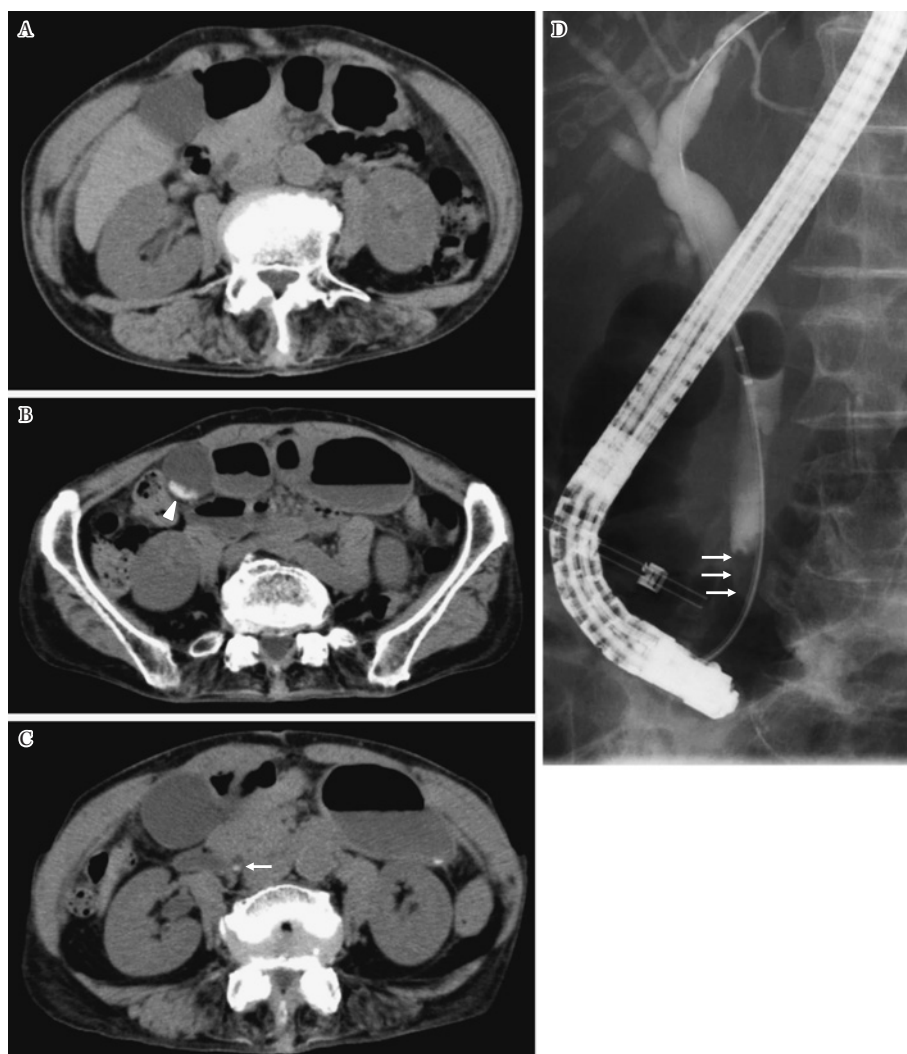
Abdominal CT scan on admission showing no evidence of sludge or stones in either the gallbladder or the common bile duct (A). On day 9 after admission, an abdominal CT scan shows high-density sludge in the gallbladder (arrowhead, B) and stones in the common bile duct (arrow, C), which were not present on admission. Cholangiography on day 11 shows a filling defect in the lower end of the common bile duct due to pseudolithiasis (arrows, D).
